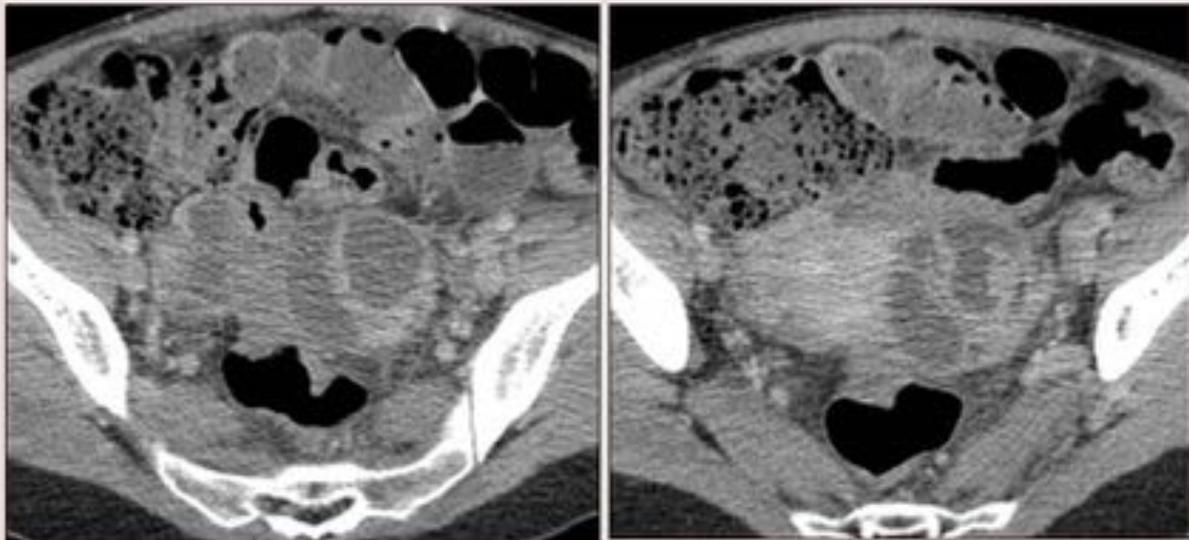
Mujer 33 años con dolor abdominal en FII de una semana, Blumberg+. AP de endometriosis intervenida. En analítica colestasis disociada y leucocitosis con neutrofilia. En TC de pelvis se aprecian ambos ovarios aumentados de tamaño, fundamentalmente el izquierdo, de morfología abigarrada con áreas de menor densidad en su interior, que correspondían a endometriomas + afectación tubárica.
